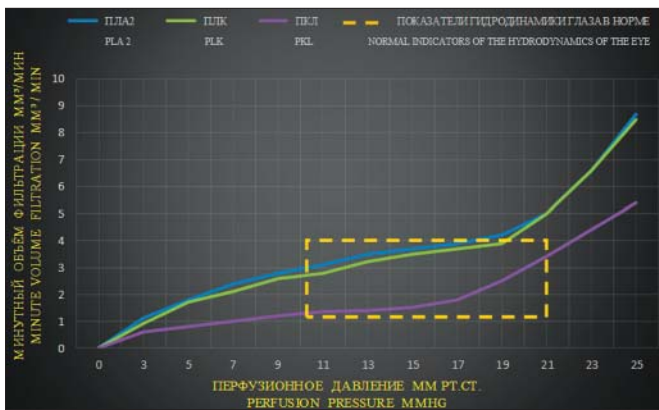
Минутный объем фильтрации при различных уровнях перфузионного давления у дренажей разного типа с одинаковой плотностью.
